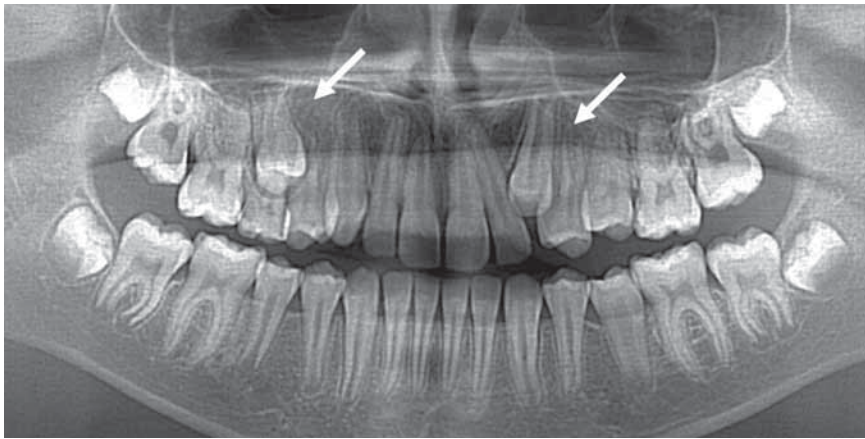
Ортопантомограмма пациентки Ш-р А., 14 лет, с ретенцией 15 и 23 зубов, обусловленной задержкой временного 55 зуба и дефицитом места для 23
